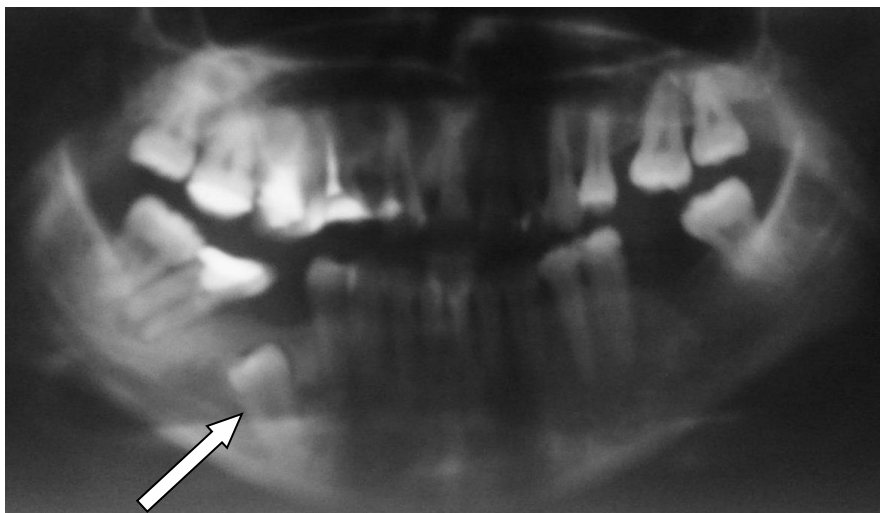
Дентальная рентгенография — дистопия зуба 3.8
